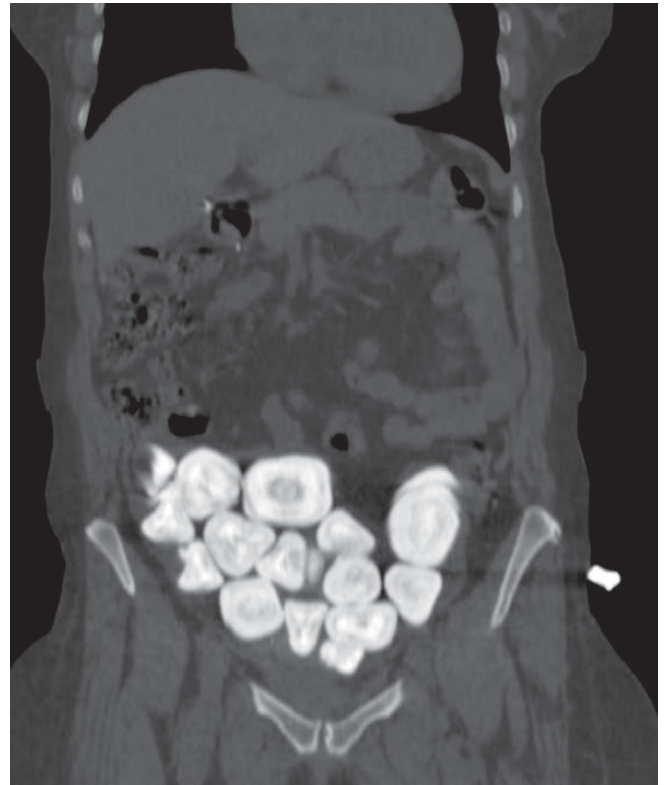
TC abdomino-pélvica com evidência de múltiplas formações cálcicas dispersas no interior da bexiga (as maiores com 53 e 44 mm) em relação com litíase vesical maciça.
